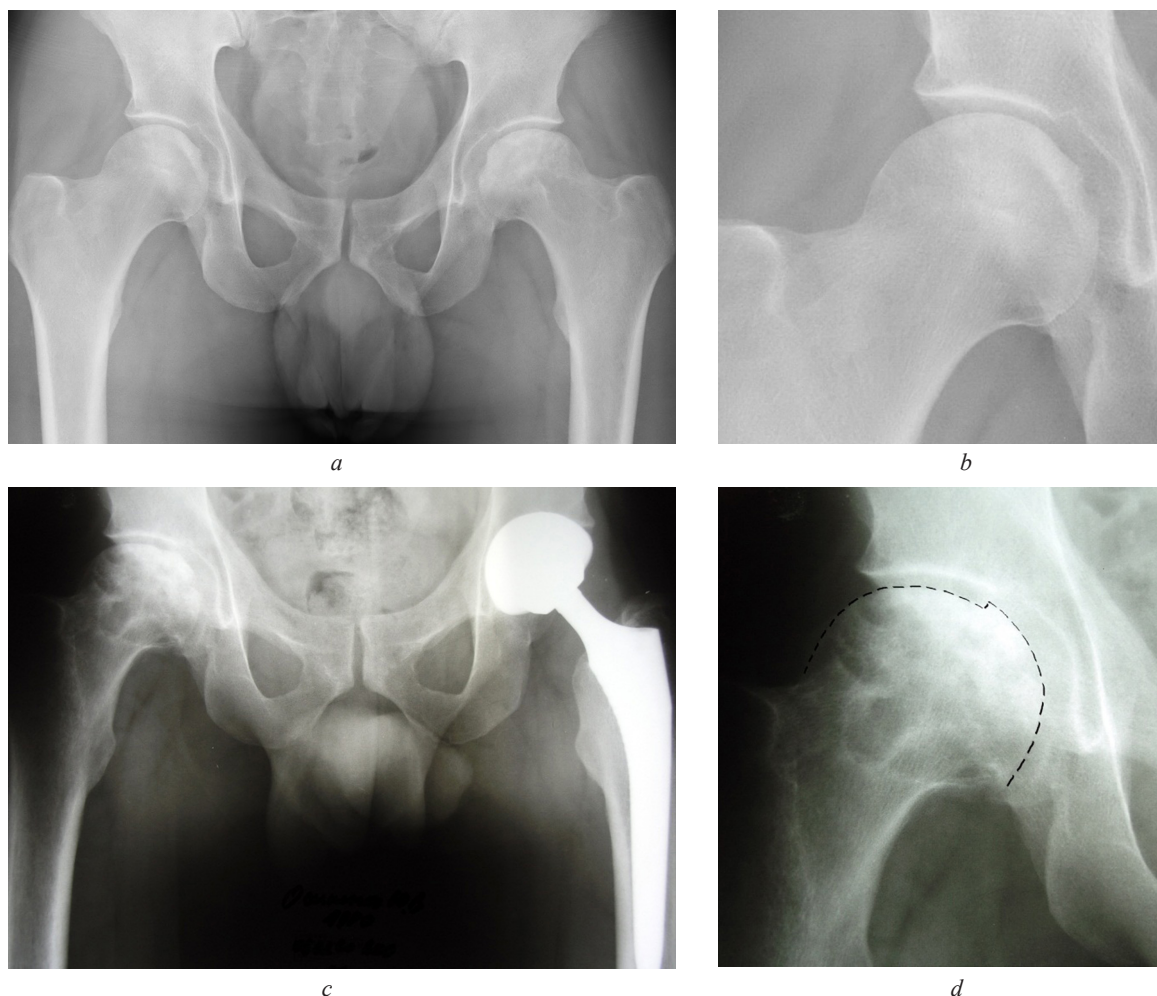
Radiography of patient O., 38 years old, with FHN. Progression of osteonecrosis within 1 year after conservative treatment: *a* – both hips in 2018: stage ARCO II on the right, ARCO III on the left; *b* – right hip, stage ARCO II on the right, no collapse; *c* – both hips in 2019: left hip – THA, right hip – stage ARCO III, collapse 2 mm (*d*)
